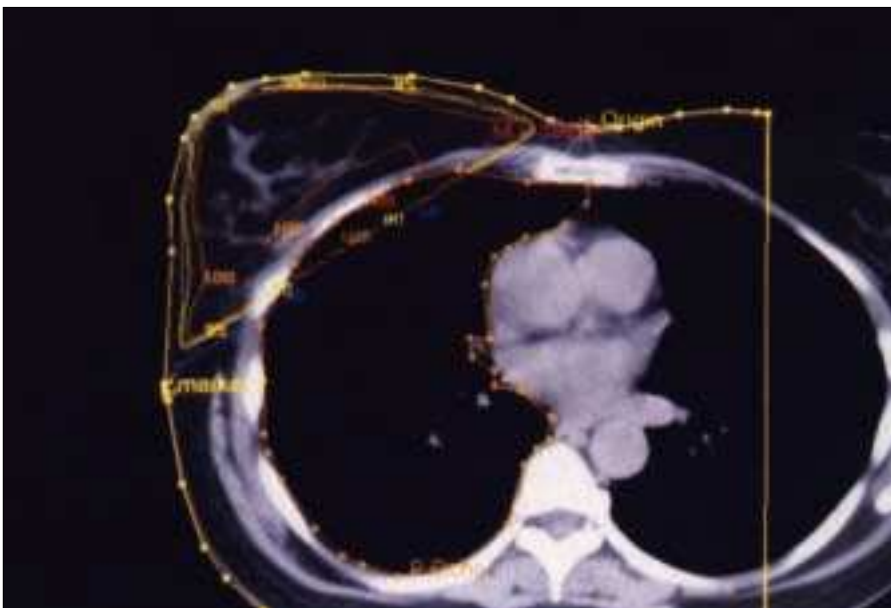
TAC de planificación con curvas de isodosis.
